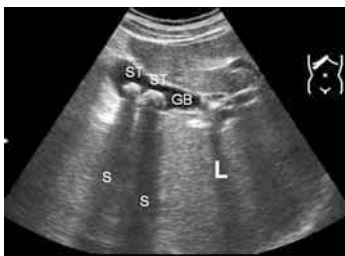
• Sonografiebefund bei Cholezystolithiasis (2 Steine).
